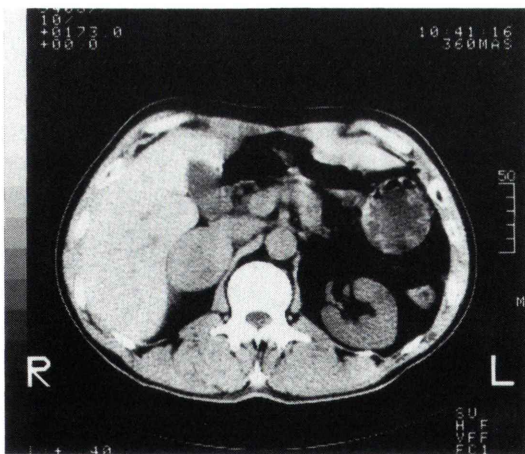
CT image after contrast enhancement. There was a solid mass in the right adrenal gland.
